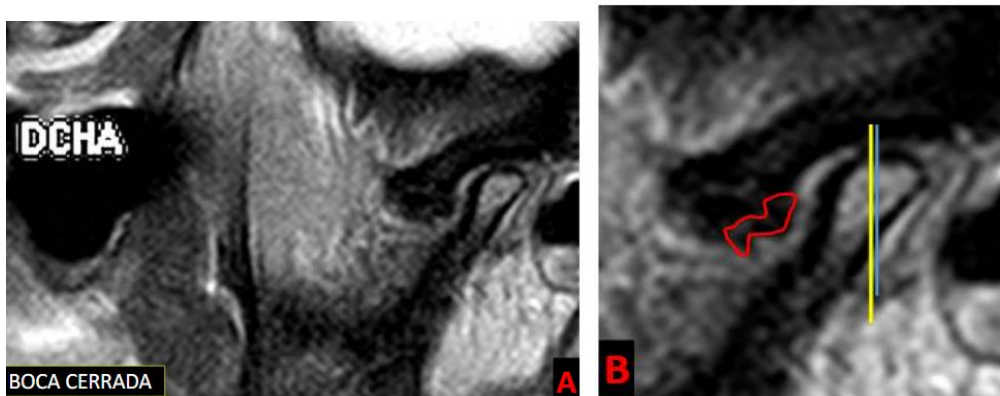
RM que muestra desplazamiento del disco anterior en posición de boca cerrada (A, B) (10)
